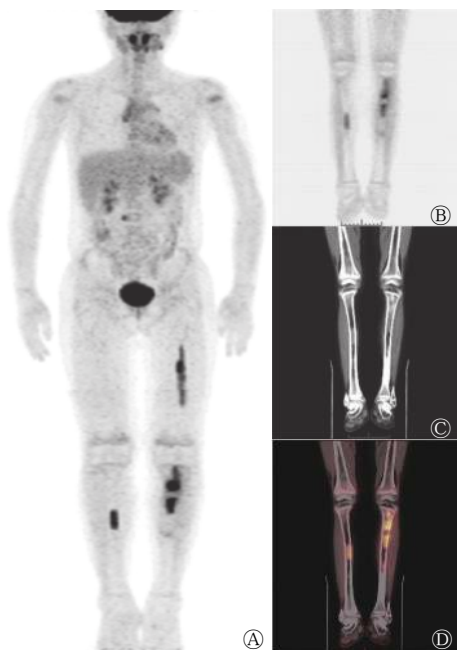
急性淋巴细胞白血病骨髓移植术后患者(女性, 14岁)的<sup>18</sup>F-FDG PET/CT显像图 A为全身最大密度投影图, 示左侧股骨、双侧胫骨髓腔内条带状或结节状<sup>18</sup>F-FDG代谢明显增高灶; B~D分别为冠状面PET、CT、PET/CT融合图, 示双侧胫骨髓腔内多灶性<sup>18</sup>F-FDG代谢异常增高灶, 以左侧胫骨更为显著, 同机CT显示髓腔密度增高(C), 经临床随访结果证实为髓内复发灶。FDG为氟脱氧葡萄糖; PET为正电子发射断层显像术; CT为计算机断层摄影术
